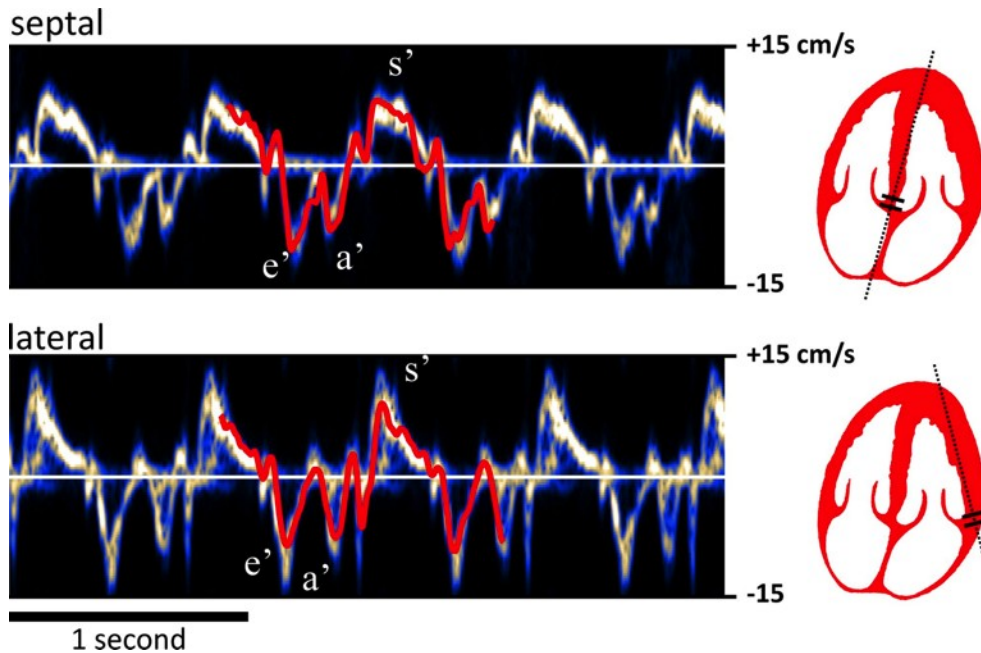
Mitral annulus velocities*. The septal and lateral mitral annulus velocities of a healthy volunteer were measured by PW-TDI (pulsed-wave tissue Doppler imaging) with a GE clinical scanner. The thick solid red curves represent the mitral annulus velocities determined by our modified autocorrelator in the same volunteer (Eq. 7.6, see also Figure 7-13 top-right). S'-wave: peak systole; e'-wave: left ventricular relaxation; a'-wave: left atrial contraction.
